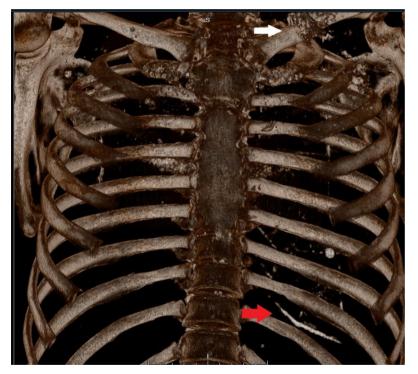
Tomografia de tórax sem contraste em reconstrução 3D. Parafinoma em local de aplicação da vitamina ADE (Seta branca). Trajeto arterial coronariano com aterosclerose importante (Seta vermelha).
